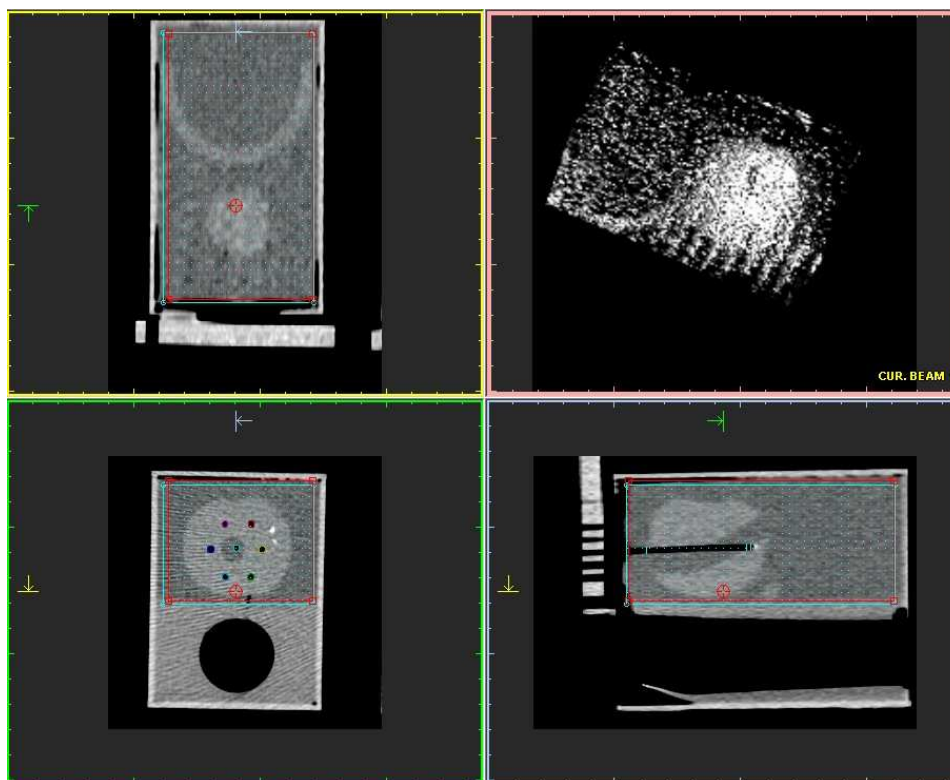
Darstellung der benutzerdefinierten „Bounding Box“ innerhalb des CT Volumens des Prostataphantoms mit implantierten Kathetern. Die Region der „Bounding Box“ ist durch die blaue Box dargestellt.
